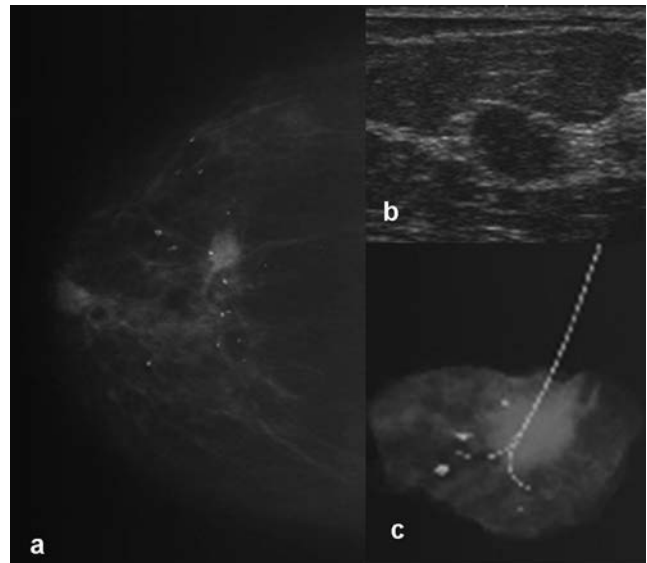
Paciente de 55 años de edad, con antecedente de cáncer en la mama izquierda, de tipo lobulillar infiltrante, siete años antes. La trataron en otro hospital con mastectomía modificada y terapia multimodal. La primera mastografía de control en nuestra unidad mostró: A) Mama única derecha con un nódulo en CSE de contornos parcialmente definidos. B) En la imagen ultrasonográfica se identifica un nódulo hipoeicoico, homogéneo, de contornos bien delimitados, avascular y con diámetro de 11 x 8 mm. C) En la radiografía del espécimen de biopsia guiada con arpón se observan contornos irregulares. El estudio histopatológico reportó carcinoma lobulillar infiltrante. La paciente se trató con cuadrantectomía, disección de ganglios axilares y hormonoterapia.
